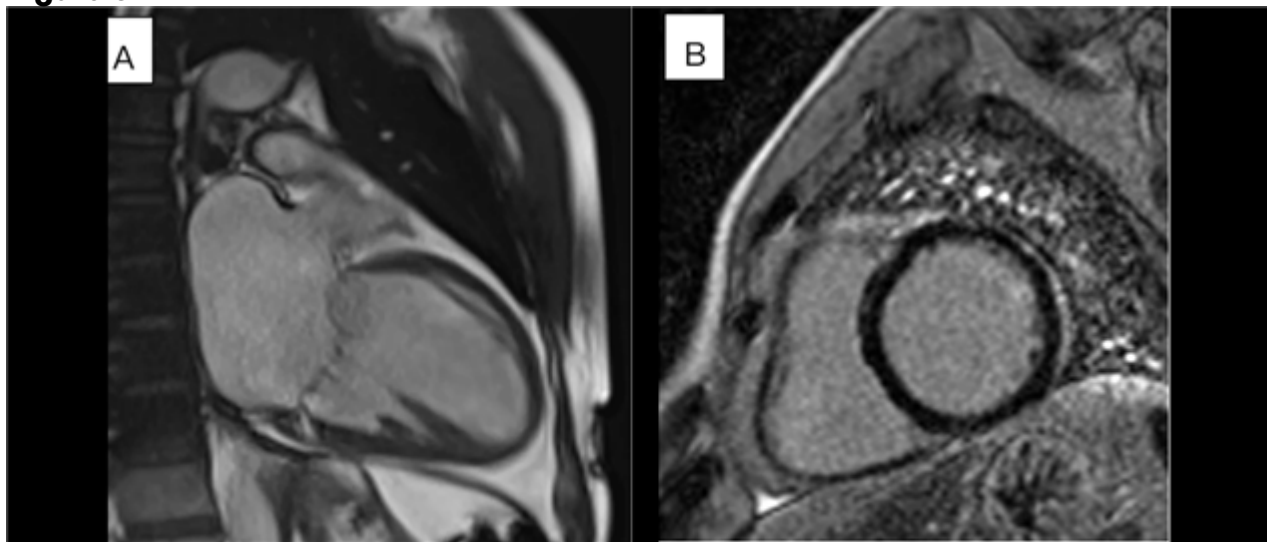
Resonancia magnética cardíaca
